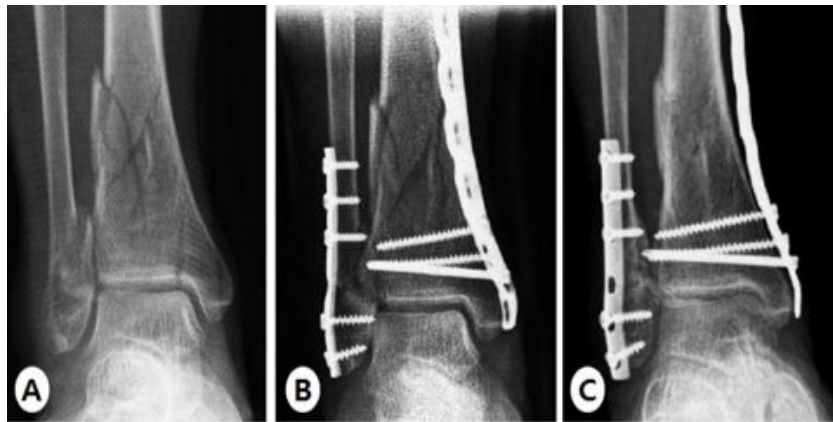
(A) A 73 year-old woman was sustained distal tibiofibular comminuted fracture by slip down. (B) The distal tibia fracture was stabilized with LCP metaphyseal plate using minimal invasive technique. (C) At 16 weeks postoperatively, radiographs shows bone union.
